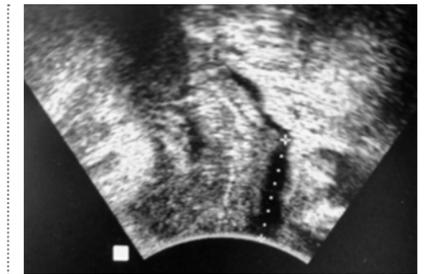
Пациентка Е., 38 лет, стрессовый тип недержания мочи, измерение длины уретры с помощью промежностного УЗИ
